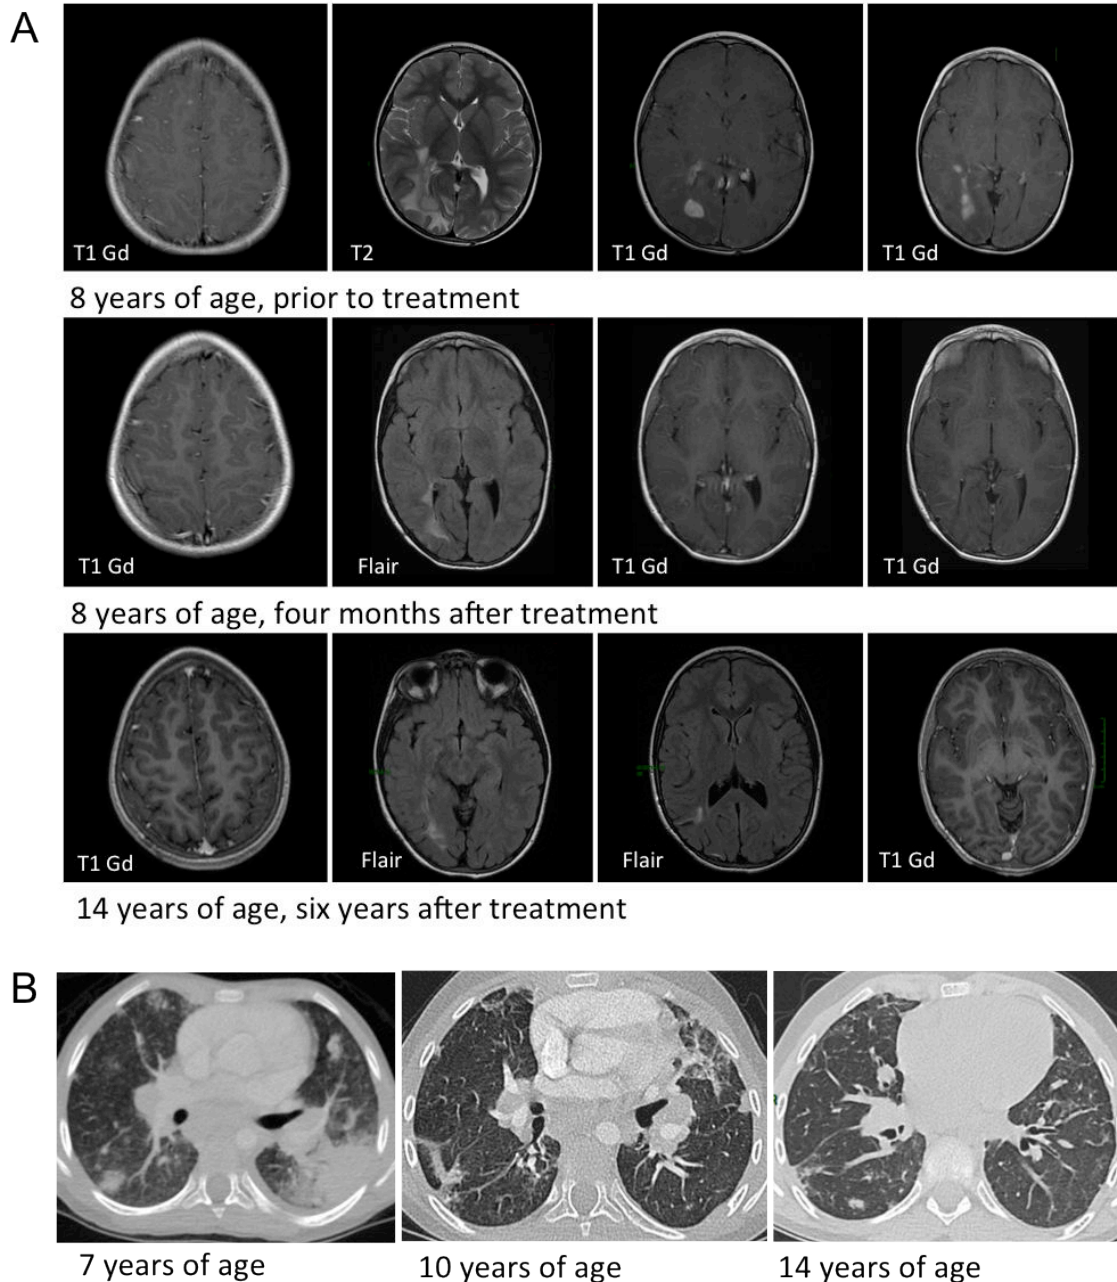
Imagerie, IRM cérébral à différents temps (A) et scanner thoracique (B)
